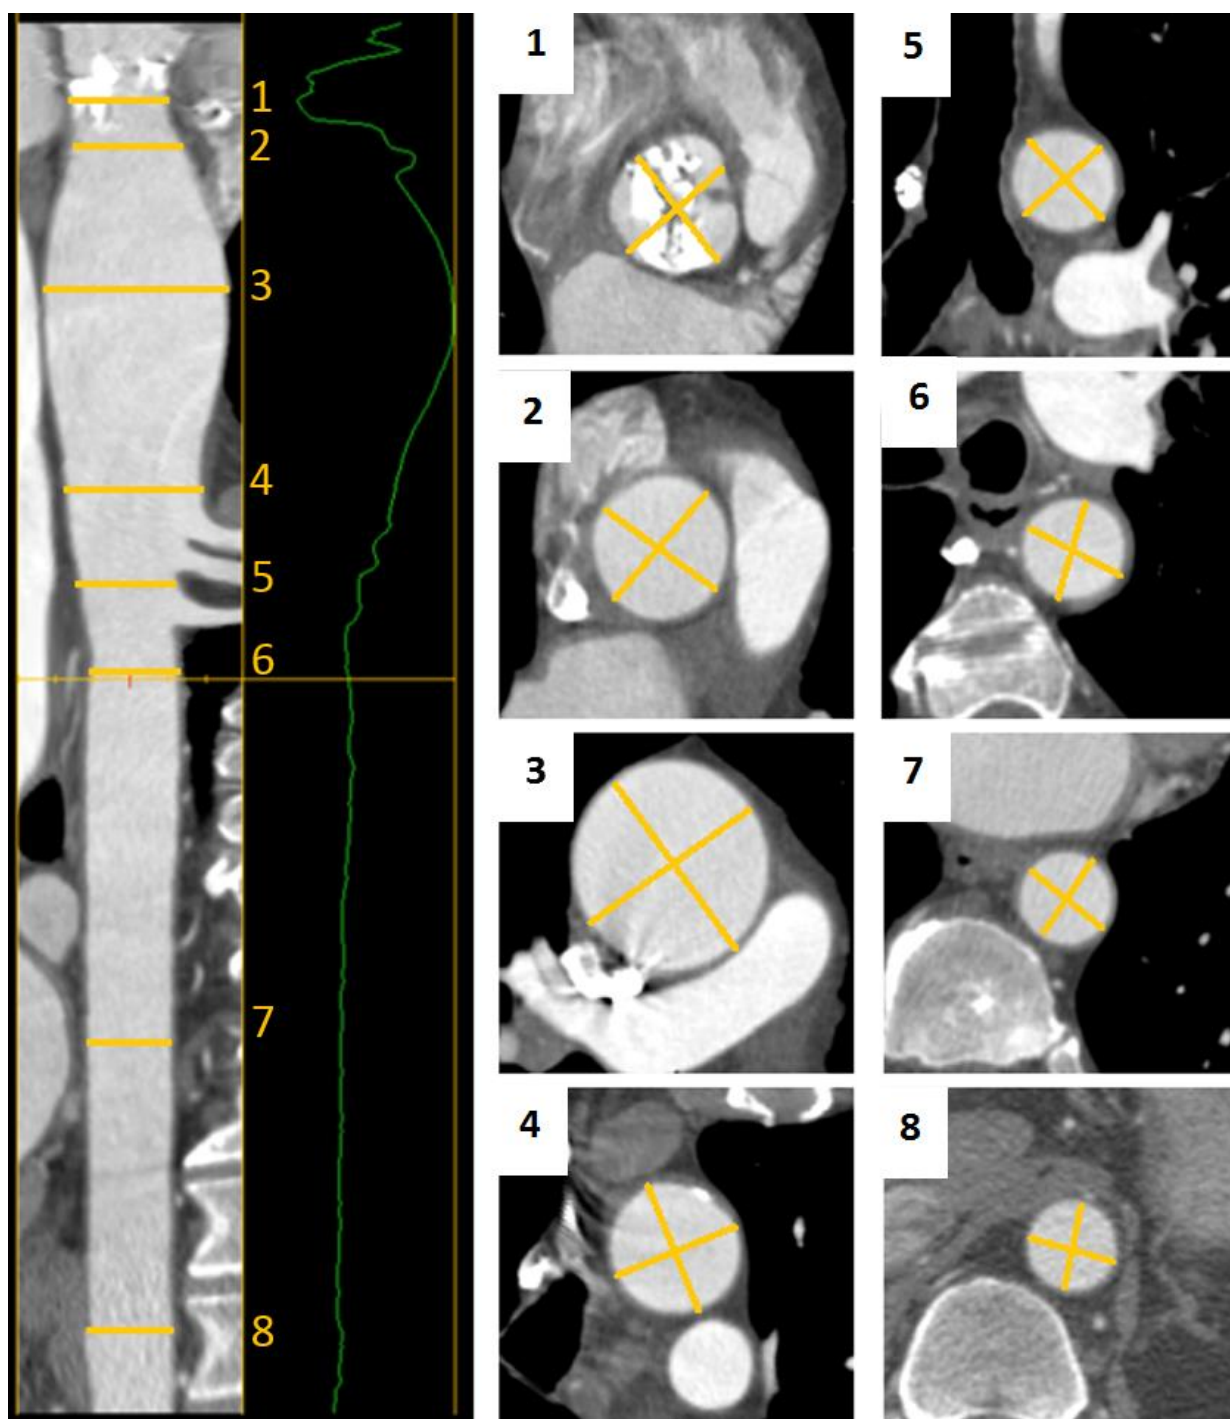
МСКТ-аортография грудной аорты. Уровни измерений: синусы Вальсальвы (1); синотубулярное соединение (2); восходящая аорта на уровне бифуркации легочной артерии (3); восходящая аорта проксимальнее БЦС (4); дуга аорты перед левой подключичной артерией (5); перешеек аорты-нисходящая аорта на 2 см дистальнее левой подключичной артерии (6); средняя часть нисходящей аорты (7); нисходящая аорта на уровне диафрагмы (8)
